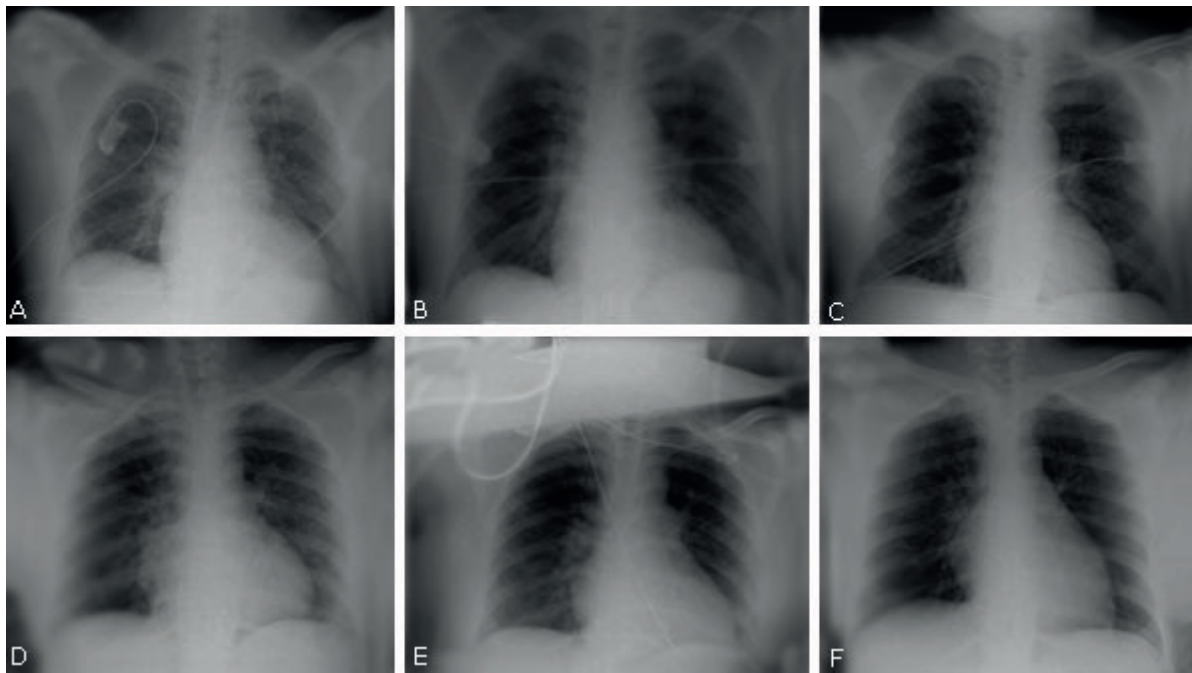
Las radiografías de tórax en serie muestran una recuperación significativa en 2 pacientes con COVID después del tratamiento con itolizumab.
